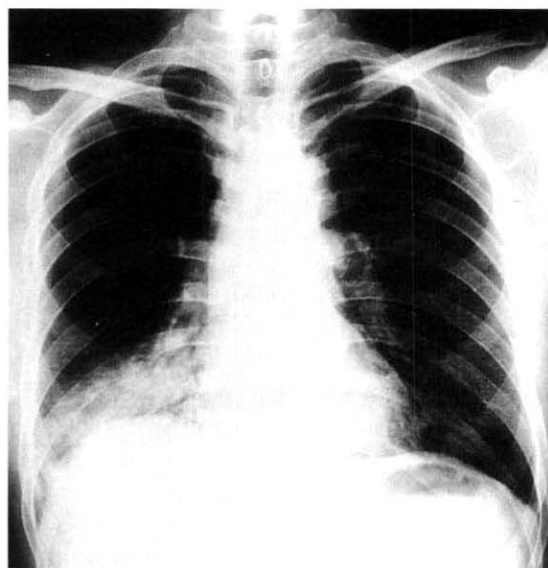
Chest X-ray shows patchy consolidation in RLL.
